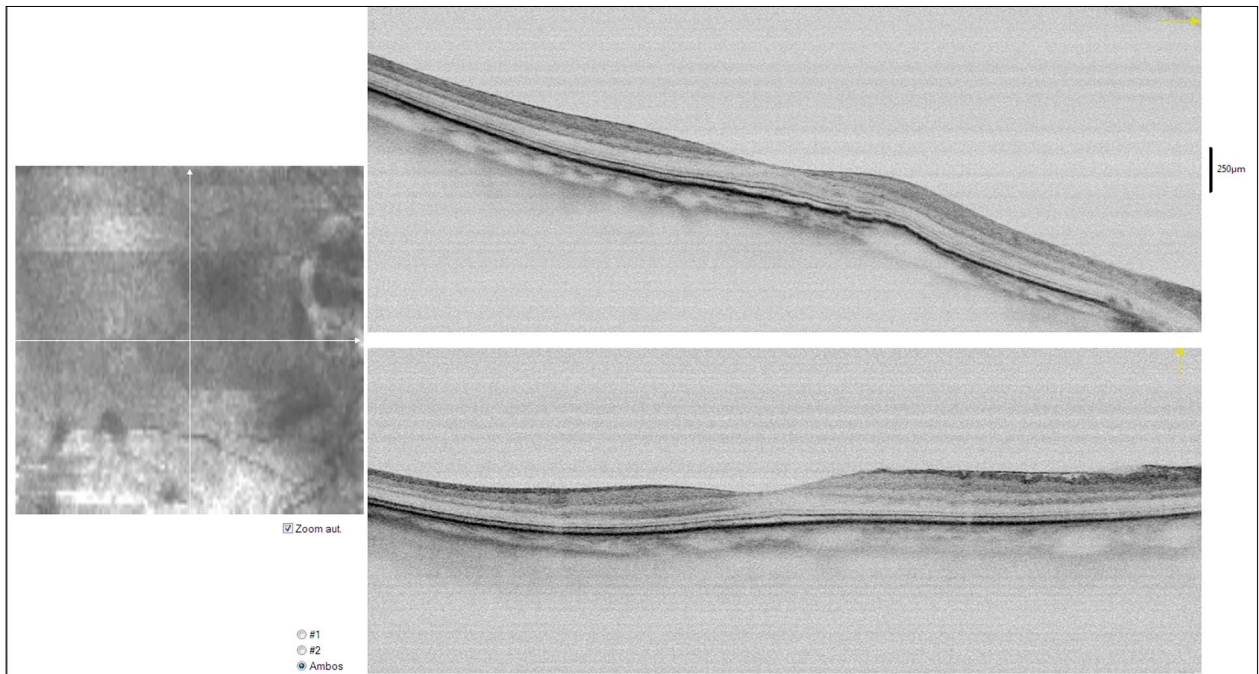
Optical coherence tomography of the macula, showing a parafoveal pucker without oedema.
